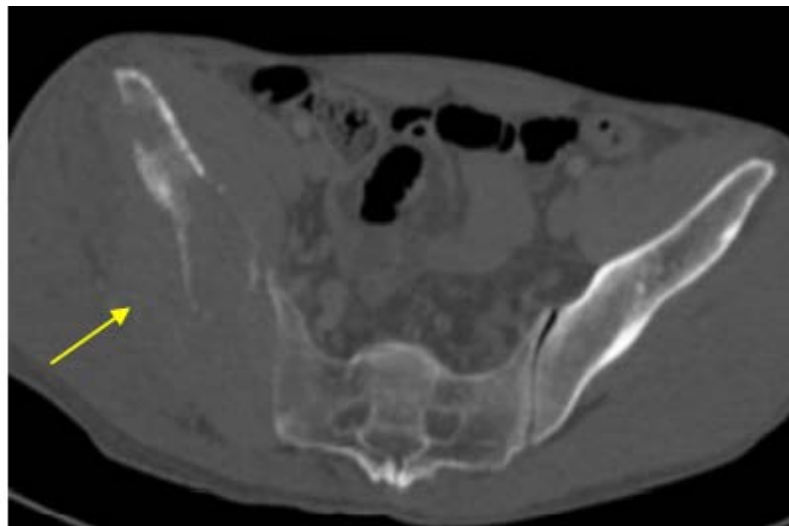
TDM du bassin : Lésion lytique de l'aile iliaque droite avec rupture corticale chez un patient suivi pour sarcome d'Ewing.
